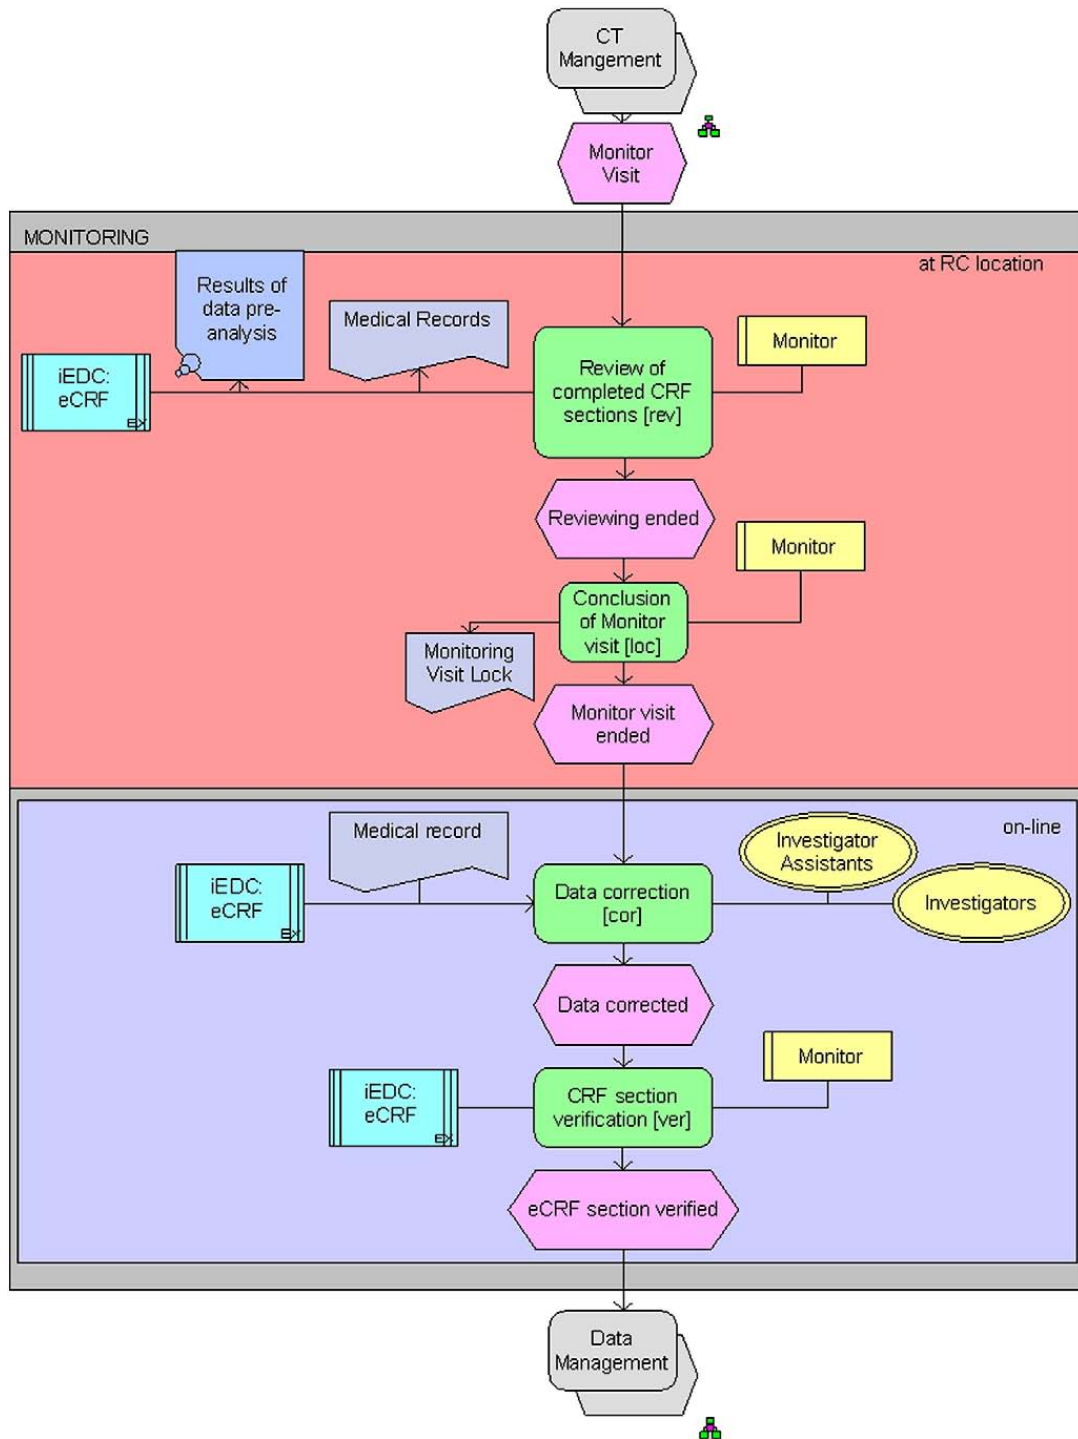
EDC Monitoring model (CT – clinical trial, eCRF – electronic Case Report Form, iEDC – electronic data collection application).
